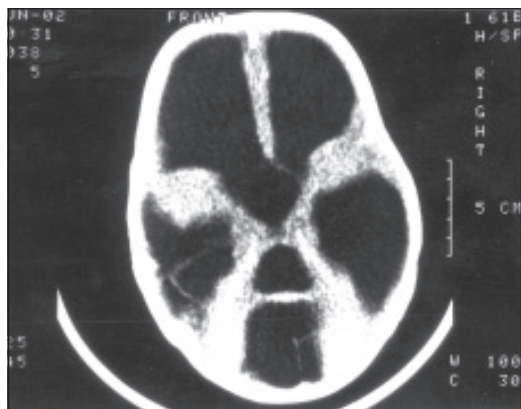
Компьютерная томограмма головного мозга. Врожденный токсоплазмоз. Гидроцефалия
